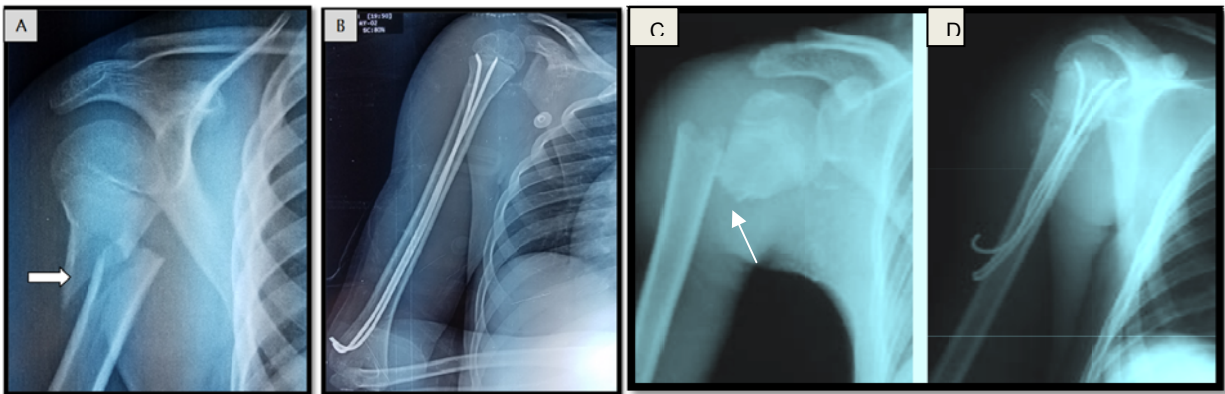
A - Radiographie de face de l'épaule droite chez un enfant de 11 ans objectivant une fracture métaphysaire de l'humérus droit. B - Radiographie postopératoire après traitement par ECMES. C - Fracture sous-tubérositaire à trait oblique court avec chevauchement de l'humérus droit chez un enfant de 14 ans. D - Radiographie postopératoire après traitement par brochage percutané en palmier de Kapandji.
